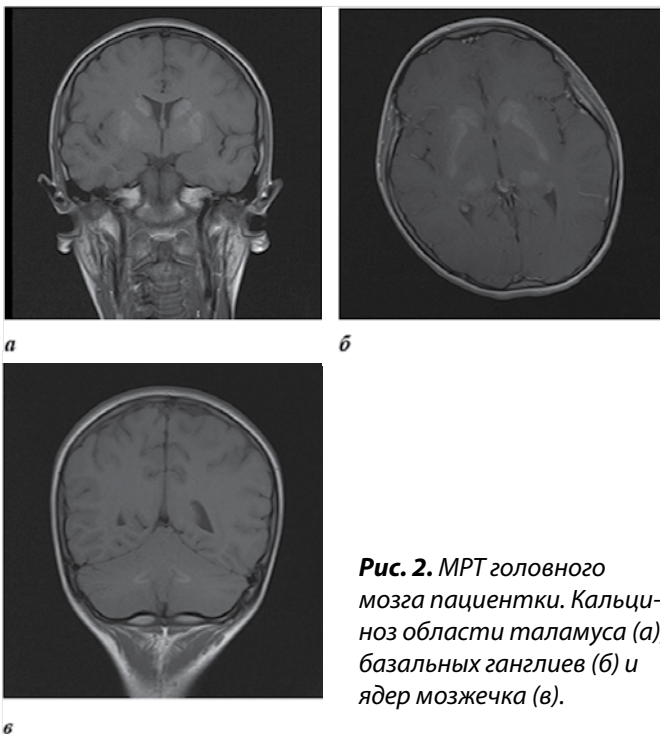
МРТ головного мозга пациентки. Кальциноз области таламуса (а), базальных ганглиев (б) и ядер мозжечка (в).
